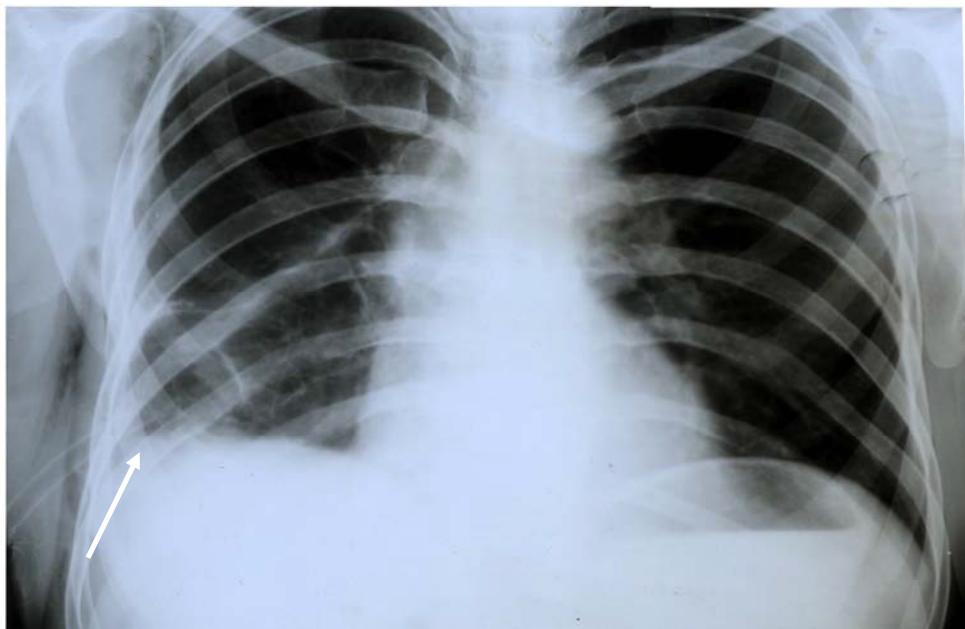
Рентгенограмма органов грудной клетки пациентки Я., 51 года. Третий сутки послеоперационного периода. Легкое справа расправлено, в синусе и над диафрагмой небольшое количество жидкости.
